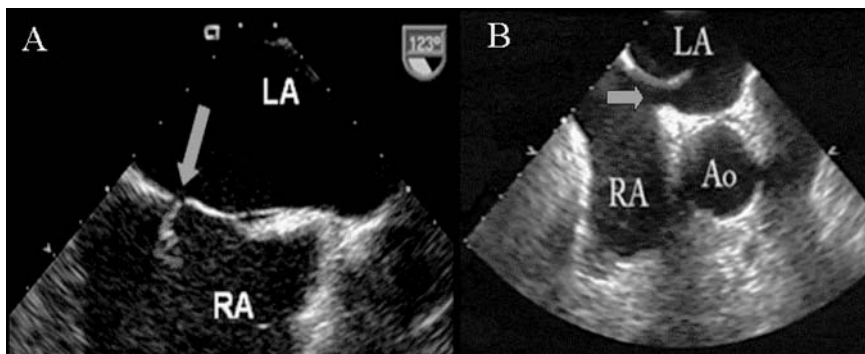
Al color Doppler (A) il flusso di sangue attraverso il forame ovale pervio appare come una "fiammella" (freccia). L'esame B-mode permette di visualizzare direttamente la pervietà (freccia) tra septum primum e septum secundum (B). Ao = aorta; LA = atrio sinistro; RA = atrio destro.
